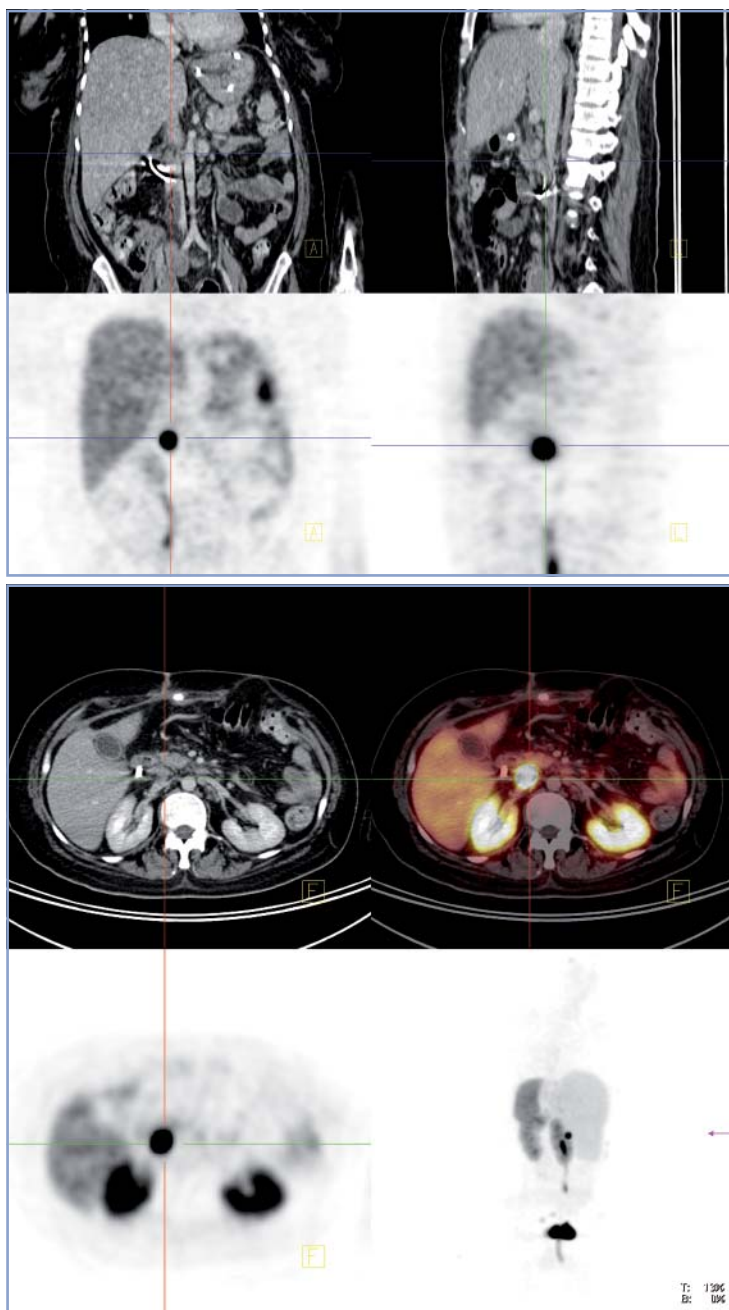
PET/CT con Ga⁶⁸ DOTATATE, reconstruidas en tres planos. El estudio demuestra muy alta sobreexpresión de receptores de somatostatina en una pequeña lesión duodenal en un paciente con síndrome de Zollinger Ellison, correspondiente a un gastrinoma.
